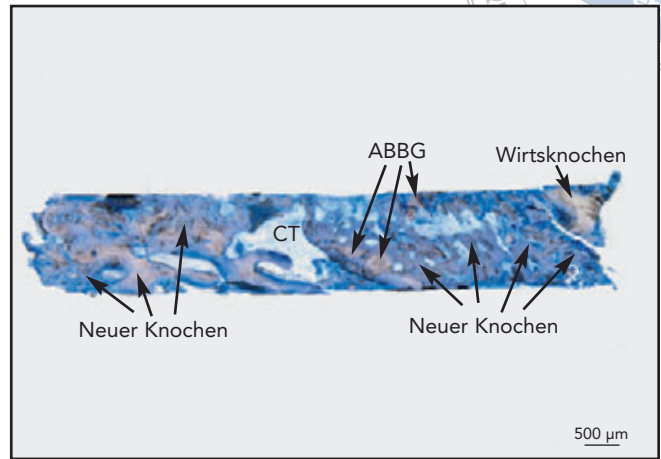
Lichtmikroskopansicht des Kerns aus Abb. 10a. CT = Bindegewebe.
